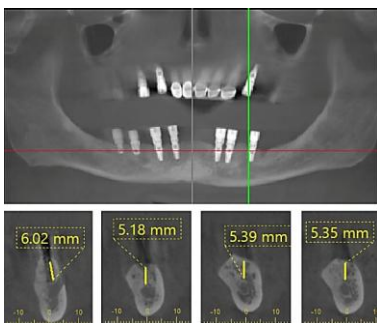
CBCT measurements of vertical bone height belong to left mandibular region
